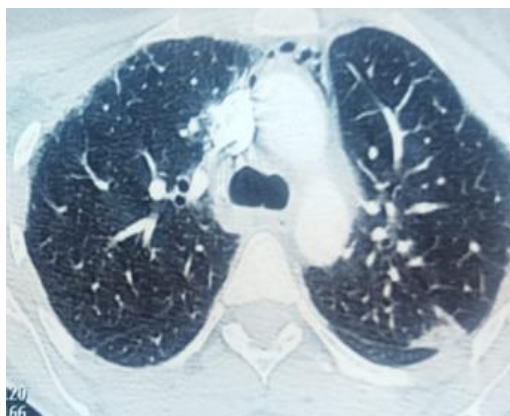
TDM thoracique montrant l'atteinte interstitiel bilatérale avec pneumomédiastin antérieur
